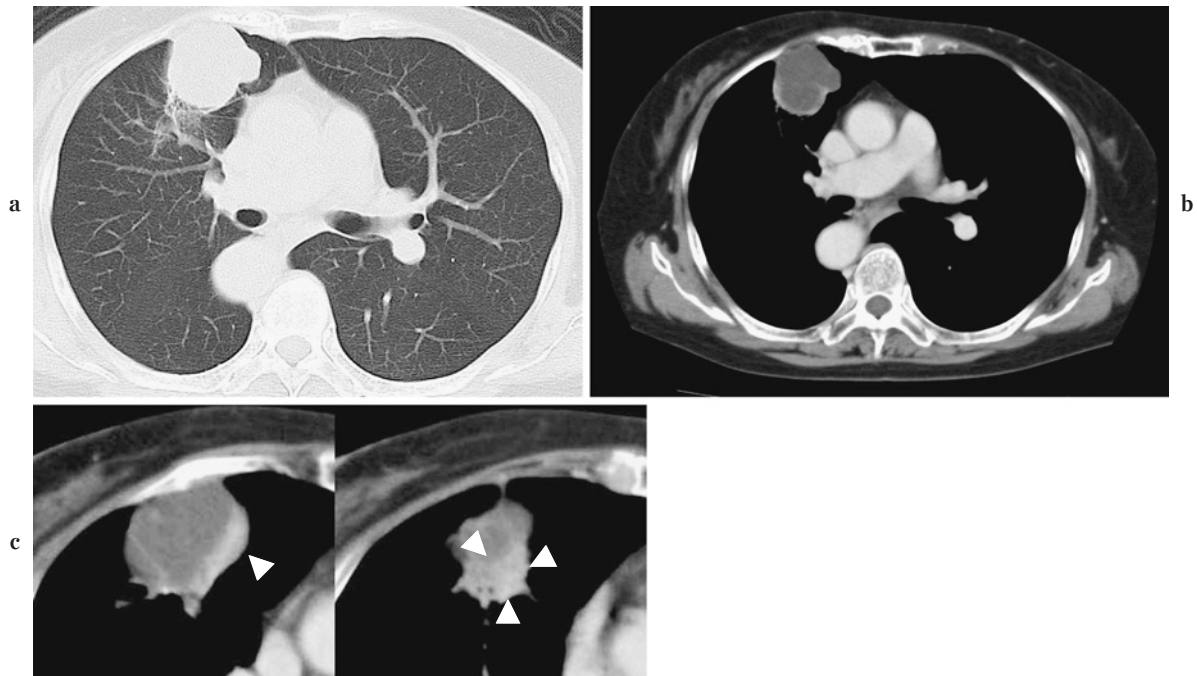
(a) Chest CT showing a well-demarcated tumor mass 5 cm in maximum dimension in the right S⁵. (b) Contrast-enhanced CT revealing a cyst containing fluid within the mass lesion. (c) Thickening of part of the cystic wall and a nodular lesion were suspected on the caudal side.
